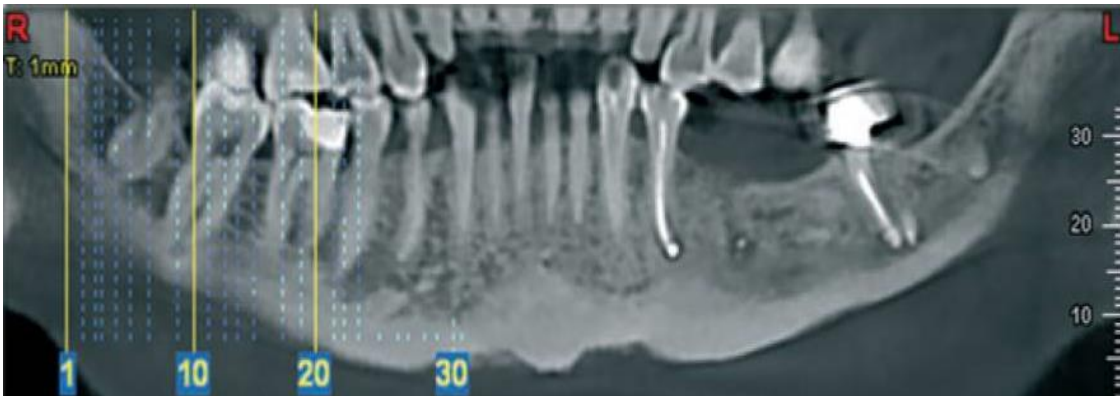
¹³ Corte sagital que revela la extrusión del material en ambos casos (Tomada de: Gambarini. G, et al, Differential diagnosis of endodontic-related inferior alveolar nerve paraesthesia with cone beam computed tomography: a case report).
